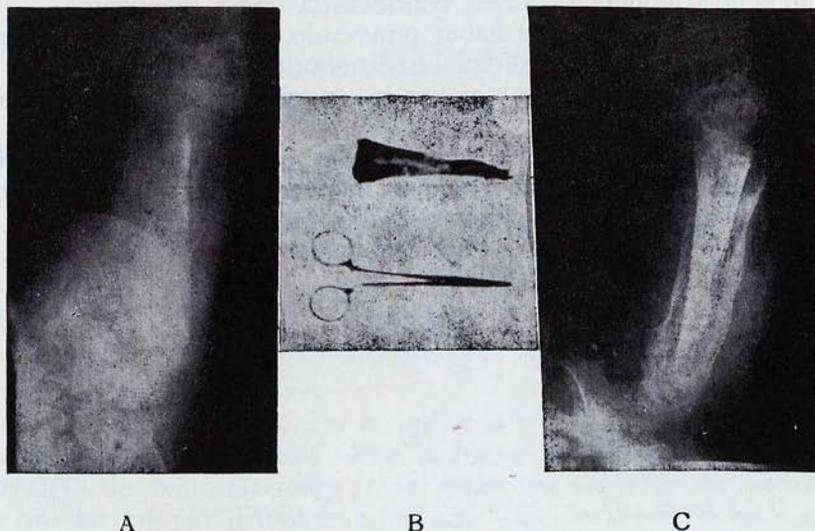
A. Osteomielitis análoga a la de la figura anterior (14 enero 1963). B. Diáfisis extirpada. C. Radiografía efectuada después de la intervención, cuyo curso pos-operatorio fue intrascendente. Continúa en tratamiento.
